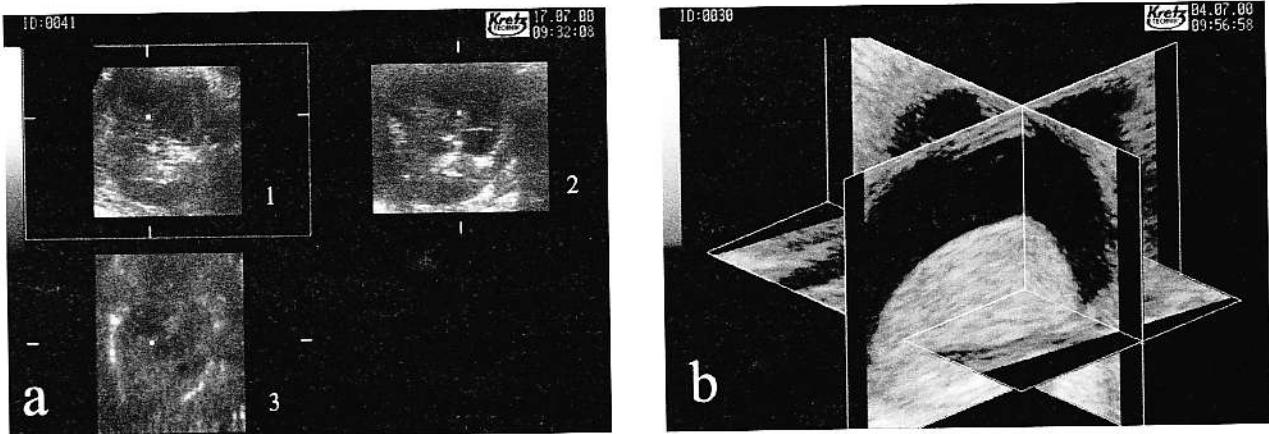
(a) Reprezentare în trei planuri ortogonale a unei tumori renale: 1 – secțiune transversală; 2 – secțiune sagitală; 3 – secțiune frontală prin tumoră; (b) Reprezentarea în modul “nișă” a informației ultrasonografice tridimensionale într-un caz de tumoră oculară.
